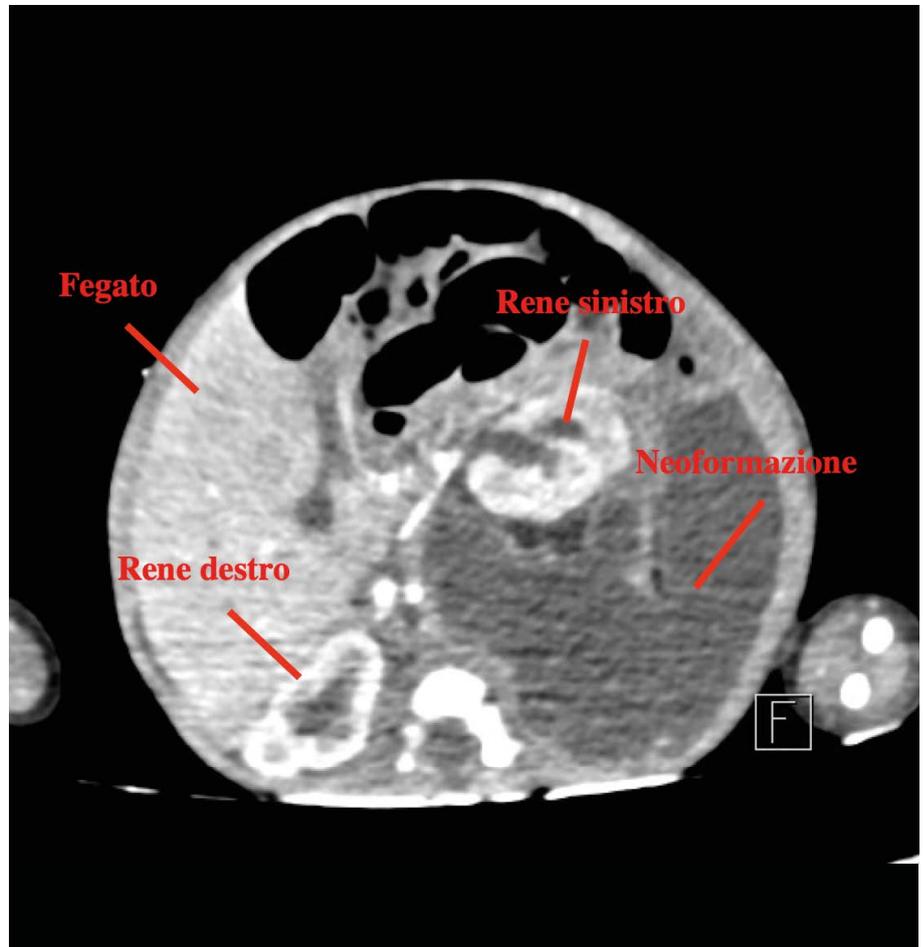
TC con mezzo di contrasto - Proiezione coronale.
